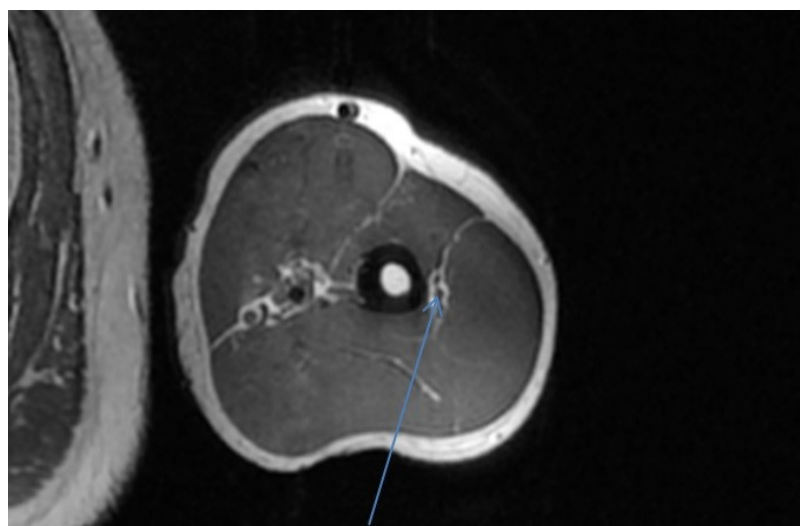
Визуализация лучевого нерва при МРТ (3,0 Тл). МР-сканограмма, аксиальная проекция, импульсная последовательность T2. Граница верхней и средней третей плеча. Визуализируется лучевой нерв (указан стрелкой), вошедший в скан в поперечном направлении. Определяются артефакты от движения
